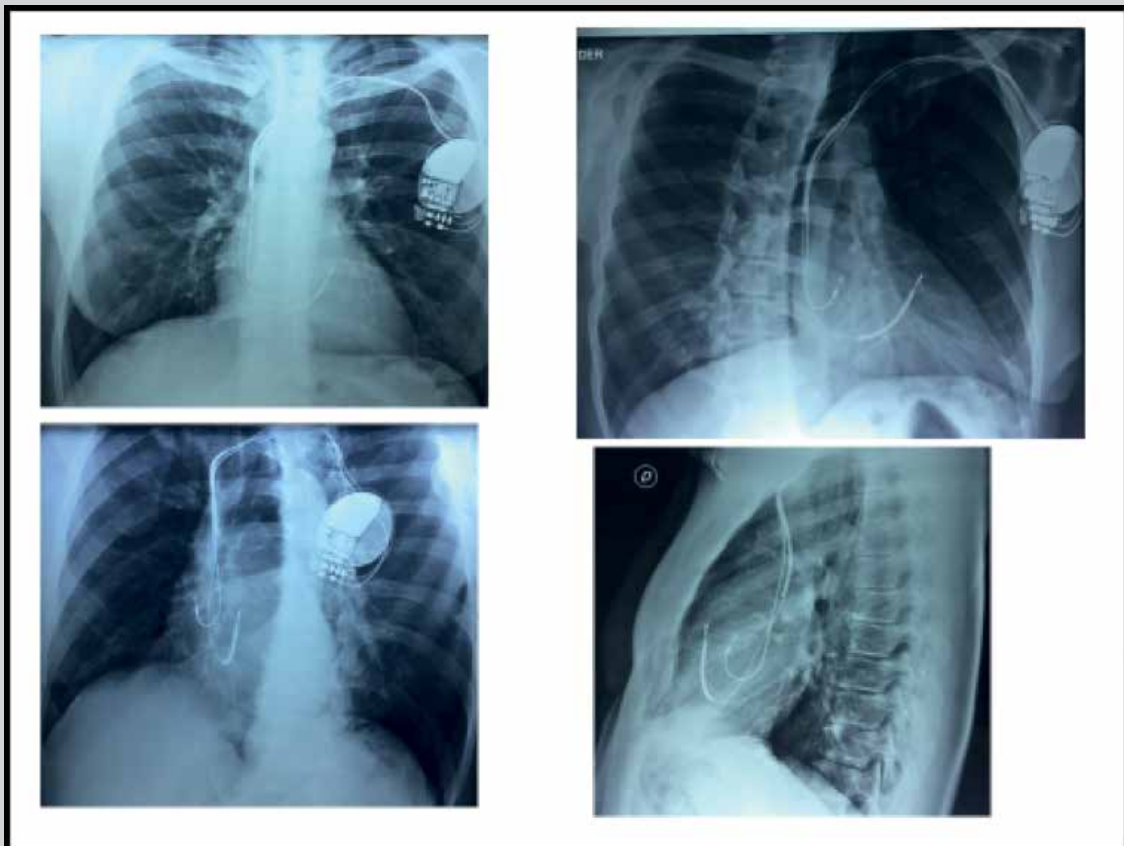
Radiografía de tórax en proyeccion de frente (A), perfil (D) y ambas oblicuas (B y C). Se observa cateter de desfibrilacion convencional implantado en region para-hisiana. El catéter auricular se encuentra en la orejuela derecha de forma habitual.
